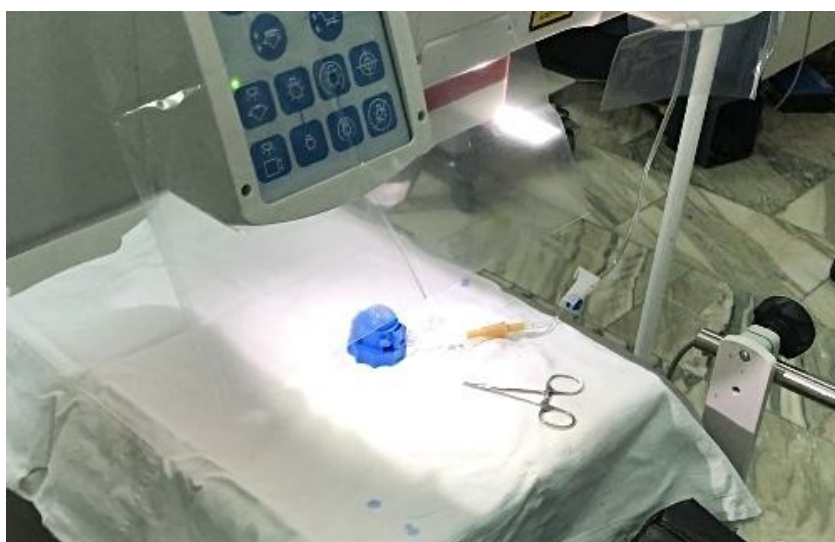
Подключенная инфузионная система к искусственной передней камере
